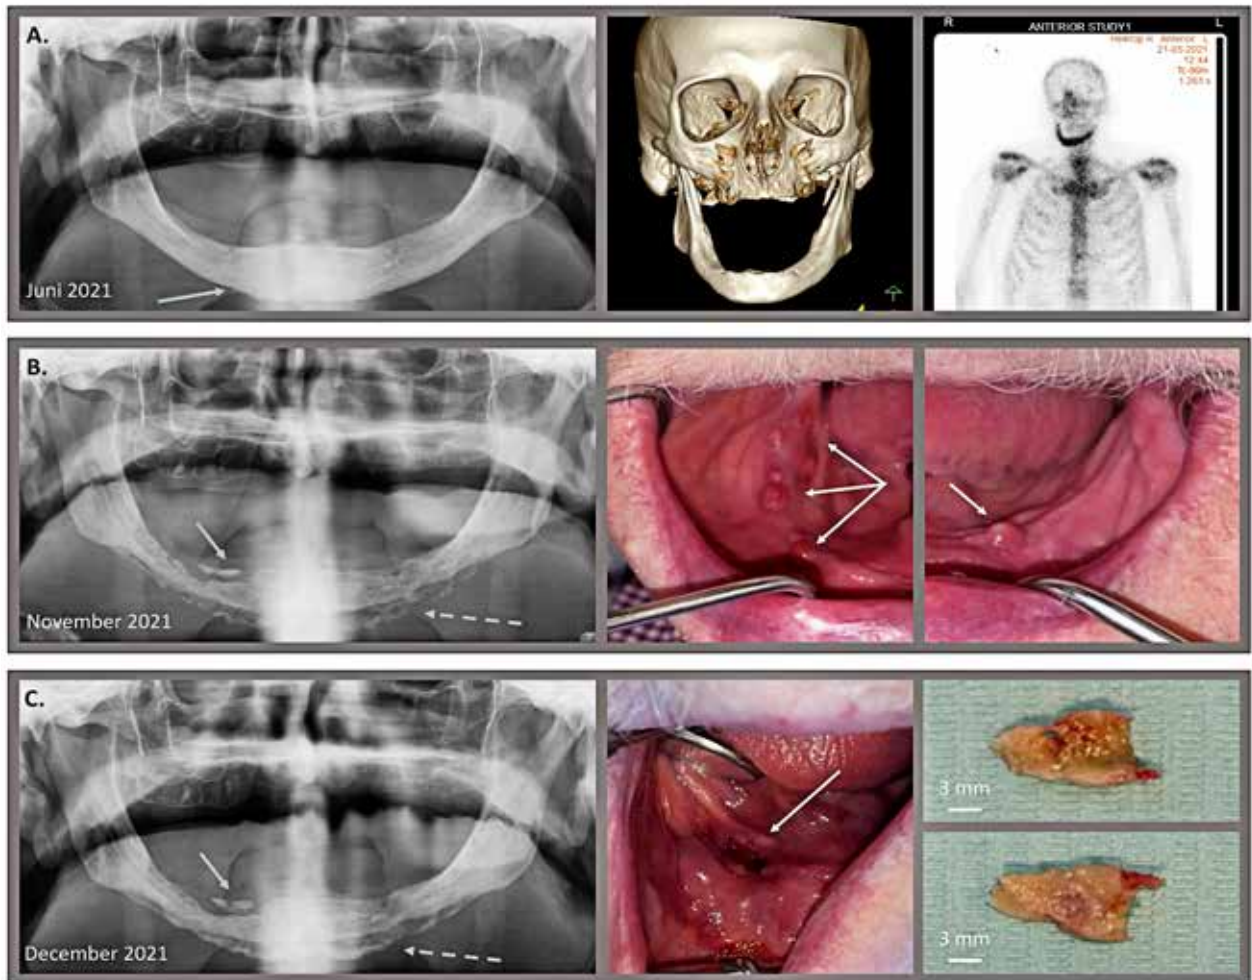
83-årig mand, ikkeryger, med prostatacancer, 36 måneder højdosis denosumab. Tidligere kemo- og steroidbehandling, ingen komorbiditet. A. Ortopantomografi eller computer tomografi: ingen tegn på osteonekroseforandringer i mandiblen, fraset minimal periosteal reaktion ved basis mandibulae (grøn pil). Knogleskintigrافي viser udtalt reaktion svarende til corpus mandibularis (sort). B. 5 måneder efter første besøg, ortopantomografi: udtalt osteolyse af mandiblen og sekvester (grøn pil), risiko for patologisk fraktur (over stiplede pil), periosteal aflejring (stiplede pil). Kliniske fotos: multiple fistler (hvide pile). C. 1 måned efter diagnosticering, sekvester yderligere afstødt (grøn pil), fortættet periosteal reaktion (stiplede pil), risiko for patologisk fraktur (stiplede pil). Klinisk: slimhinde efter fjernelse af sekvester (hvid pil), grønne papir: fjernet sekvester. Fig. 2. Male, 83-year-old with prostate cancer, 36 months of high-dose denosumab treatment, develops extensive osteonecrosis in 5 months. Previously received chemotherapy and steroid treatment, but no comorbidities and never smoked. A. Orthopantomography and Computed Tomography: no sign of osteonecrosis, beside minimal periosteal reaction (green arrow). Bone scintigraphy: pronounced reaction corresponding to the corpus mandibularis (black). B. 5-months after the initial visit, orthopantomography: pronounced osteolysis of the mandible, and a sequestrum (green arrow), risk of pathologic fracture (dashed arrow), pronounced periosteal reaction at the base of the mandible (dashed arrow). Clinical photo: multiple fistulas (white arrows). C. 1-month after diagnosis, sequestrum further rejected (green arrow) pronounced periosteal reaction (dashed arrow), risk of pathologic fracture (dashed arrow). Clinically: mucosa is seen after removal of sequestrum (white arrow), on paper towel removed sequestrum.
